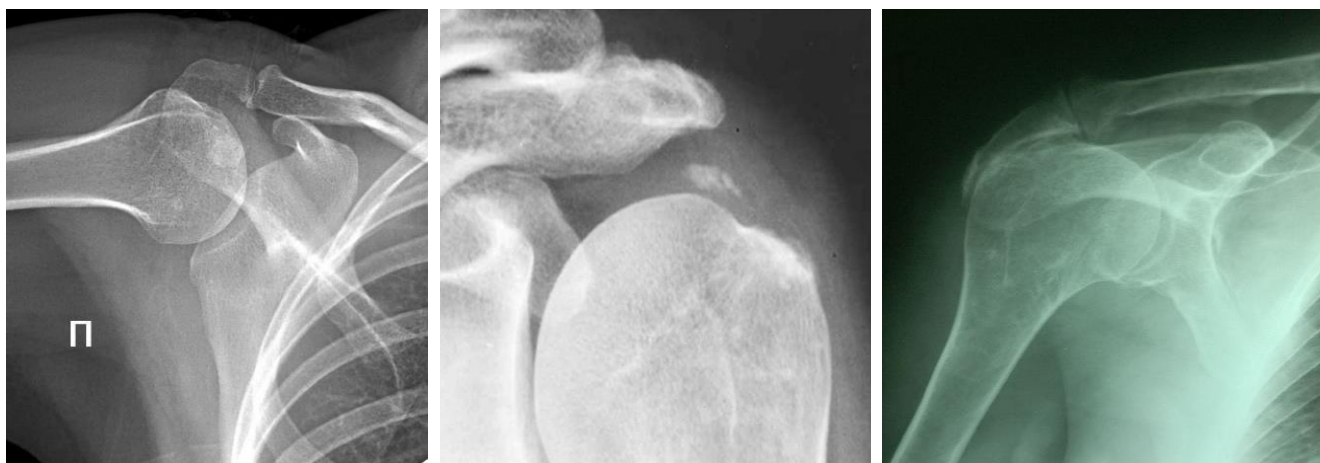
Рентгенологическая картина ПЛБС.
